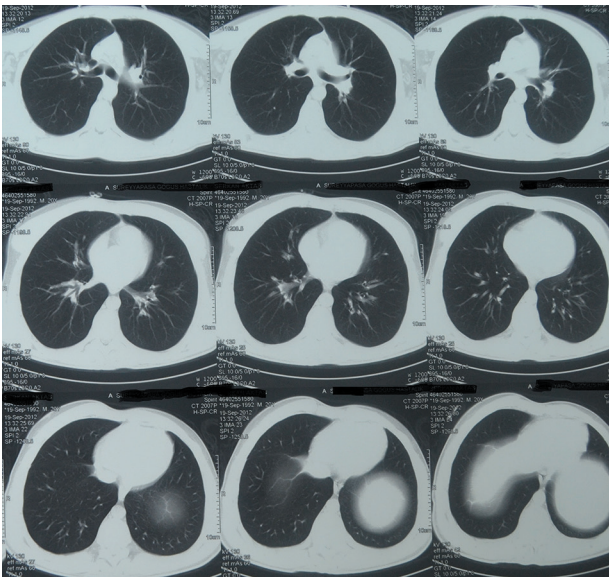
Plevral drenaj sonrası çekilen toraks bilgisayarlı tomografi grafisi
